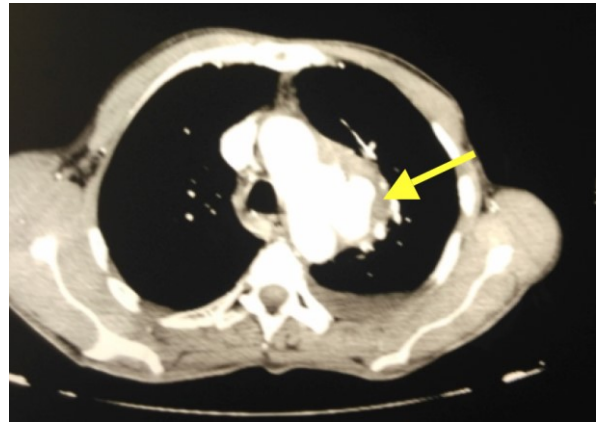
Angio-TDM thoracique montrant un faux anévrisme de la crosse aortique fistulisé dans le poumon gauche (flèche).
